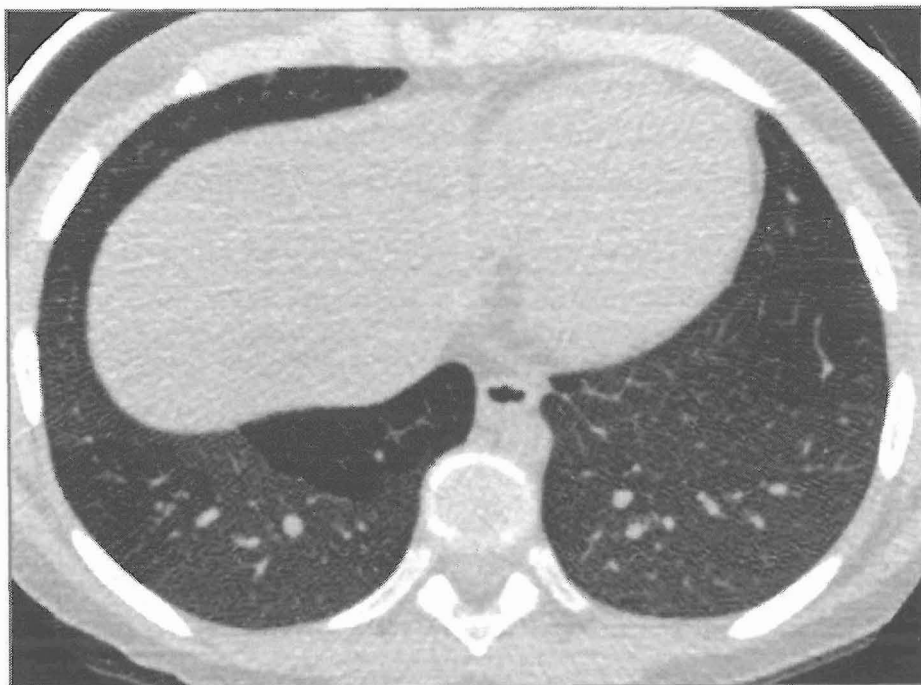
Protector de bismuto en una tomografía computarizada de alta resolución.
